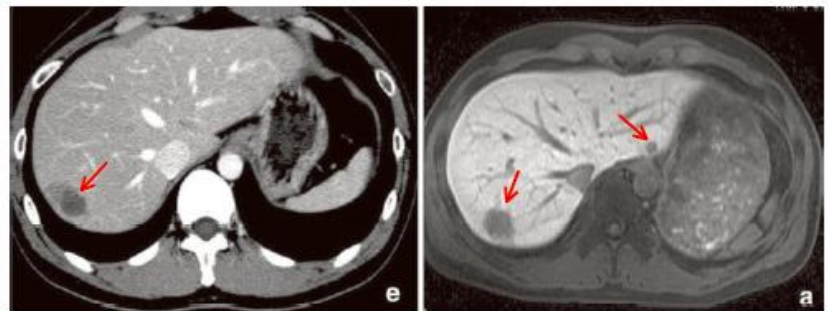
造影CT(左)では肝転移が1結節検出されていますが、EOB-MRI(右)ではその結節に加え、CTでは腰椎では検出されなかったS2の結節を明瞭に描出。
